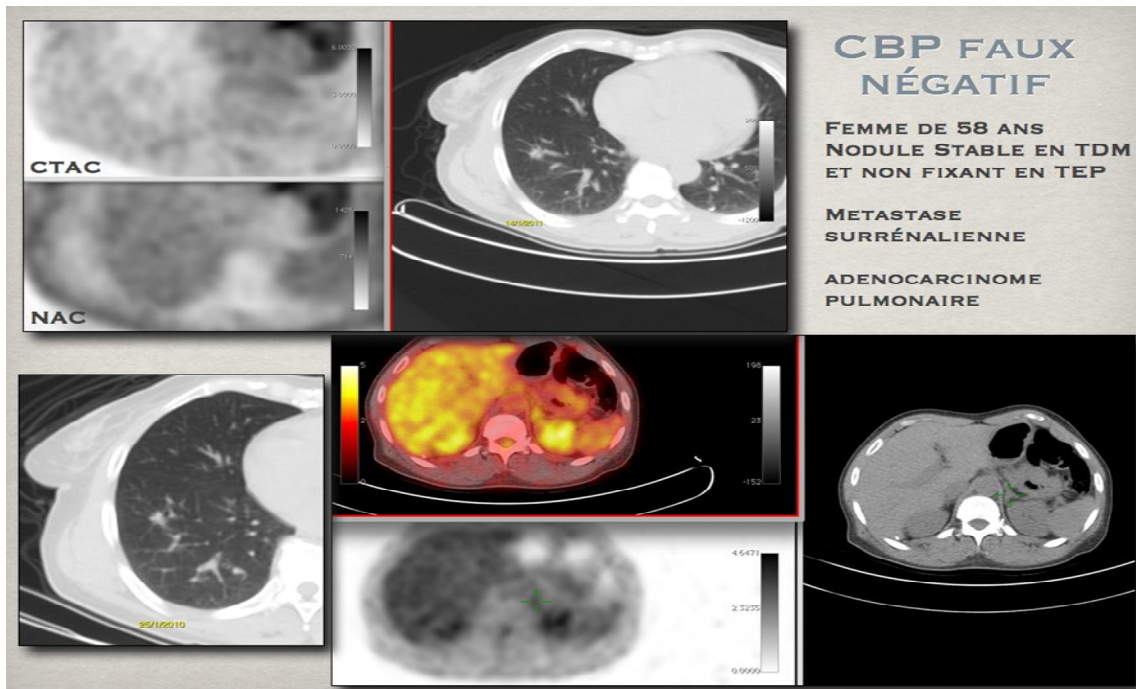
Nodule pulmonaire ne fixant pas le FDG et stable en TDM, l'examen TEP corps entier montre un foyer hyperactif surrénalien qui s'est révélé une métastase d'un adénocarcinome pulmonaire.
